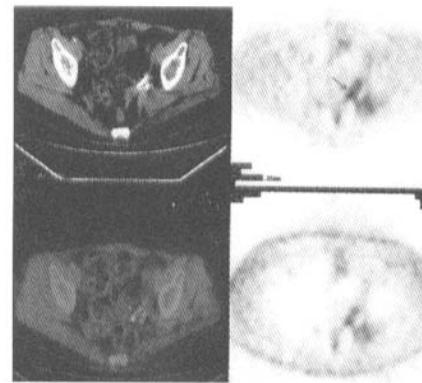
术后 2 个月复查 PET-CT 检查盆腔肿瘤内有少量核素浓集区域,提示肿瘤部分残留。采用动脉灌注化疗后病灶维持稳定达 15 个月
